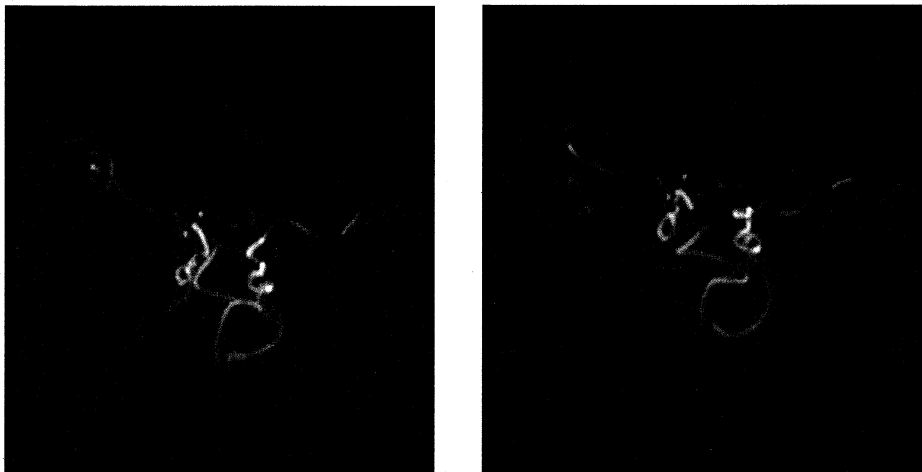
The brain magnetic resonance angiographic finding shows elongated and tortuous intracerebral vessels. The basilar artery is swept to left side and both midcerebral arteries is tortuous and elongated.
